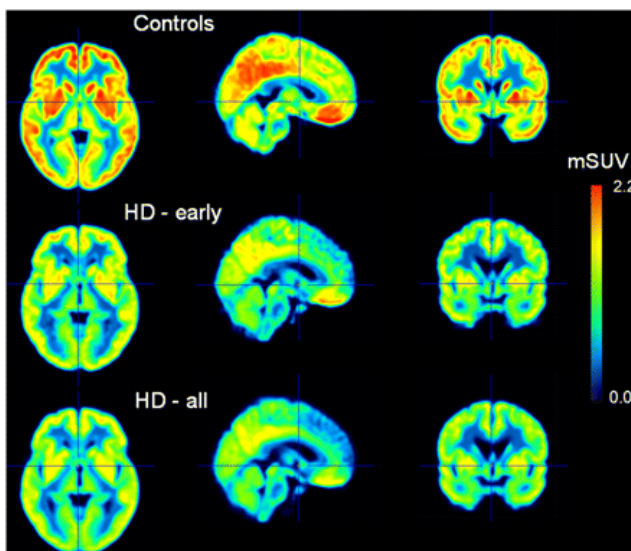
Imágenes de PET (*Positron Emission Tomography*) del cerebro de individuos sanos y pacientes de enfermedad de Huntington. Las imágenes reflejan la disminución en pacientes de la expresión del receptor CB₁, cuantificado por la unión al radioligando ¹⁸F-MK9470. (Extraído de Van Laere et al., 2010).
